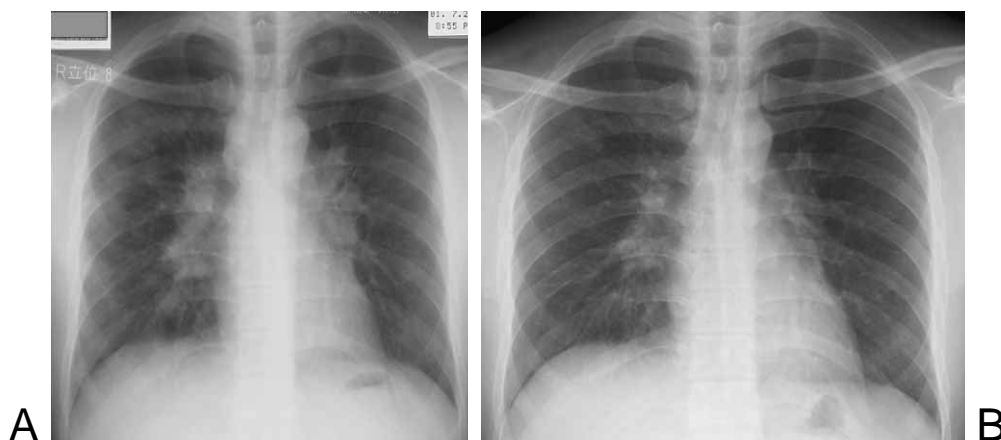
Chest X-ray film on admission shows diffuse patchy shadows with bilateral hilar lymphadenopathy (BHL).
